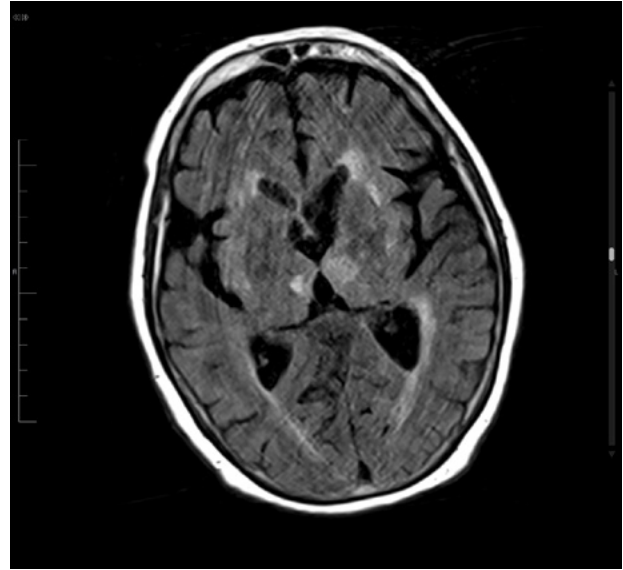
RNM Cerebral (a los 10 días del inicio de la sintomatología). Imagen axial T2-FLAIR a nivel de ganglios basales, que muestra lesiones hiperintensas en ambos tálamos compatibles con lesiones isquémicas.
